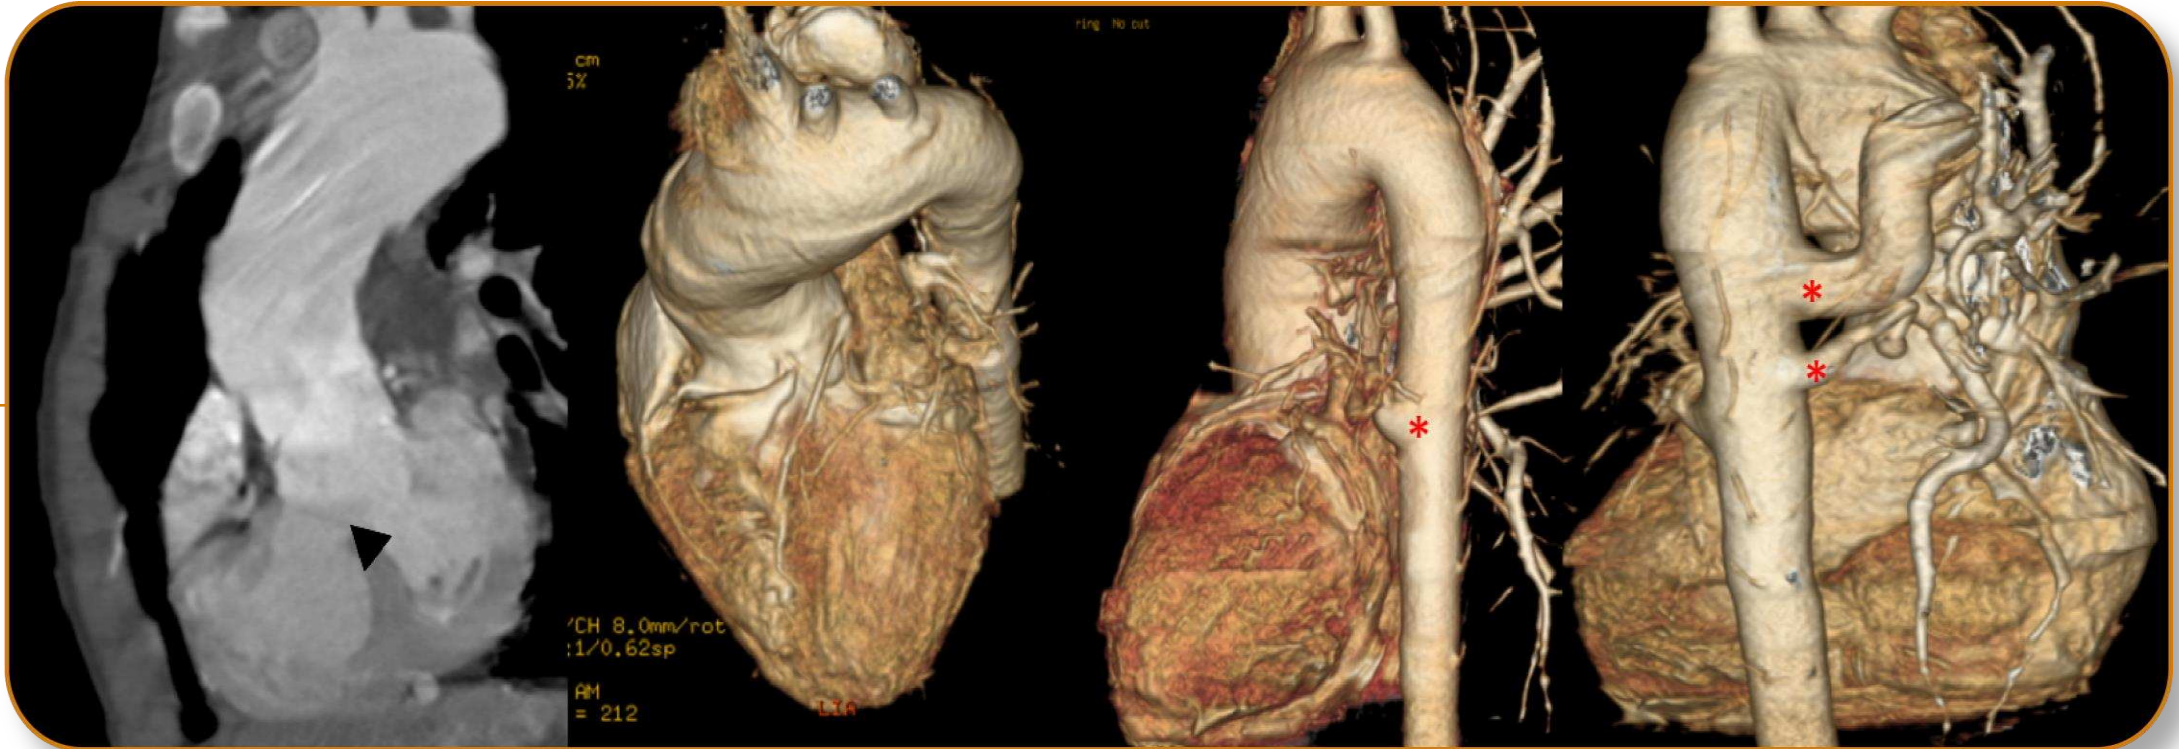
TC cardíaca plano coronal oblicuo y 3D. Tronco arterioso tipo IV según Collett y Edwards. Ausencia de arteria pulmonar con un único tronco arterial que cabalga el defecto interventricular (punta de flecha). Origen de las arterias colaterales aorto-pulmonares mayores en aorta descendente (MAPCAS).
